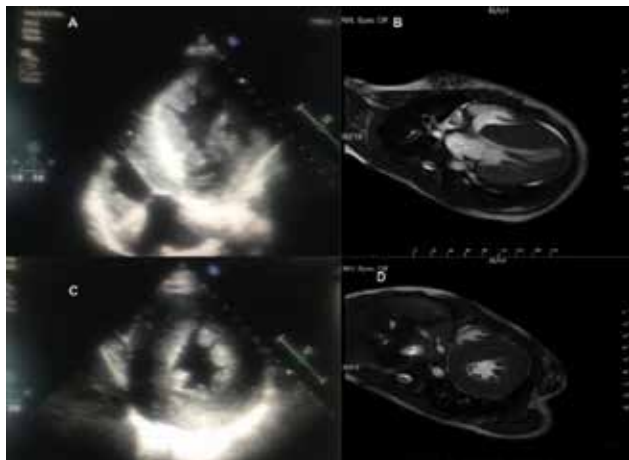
Transthoracic and cardiac MR images of the patient.
